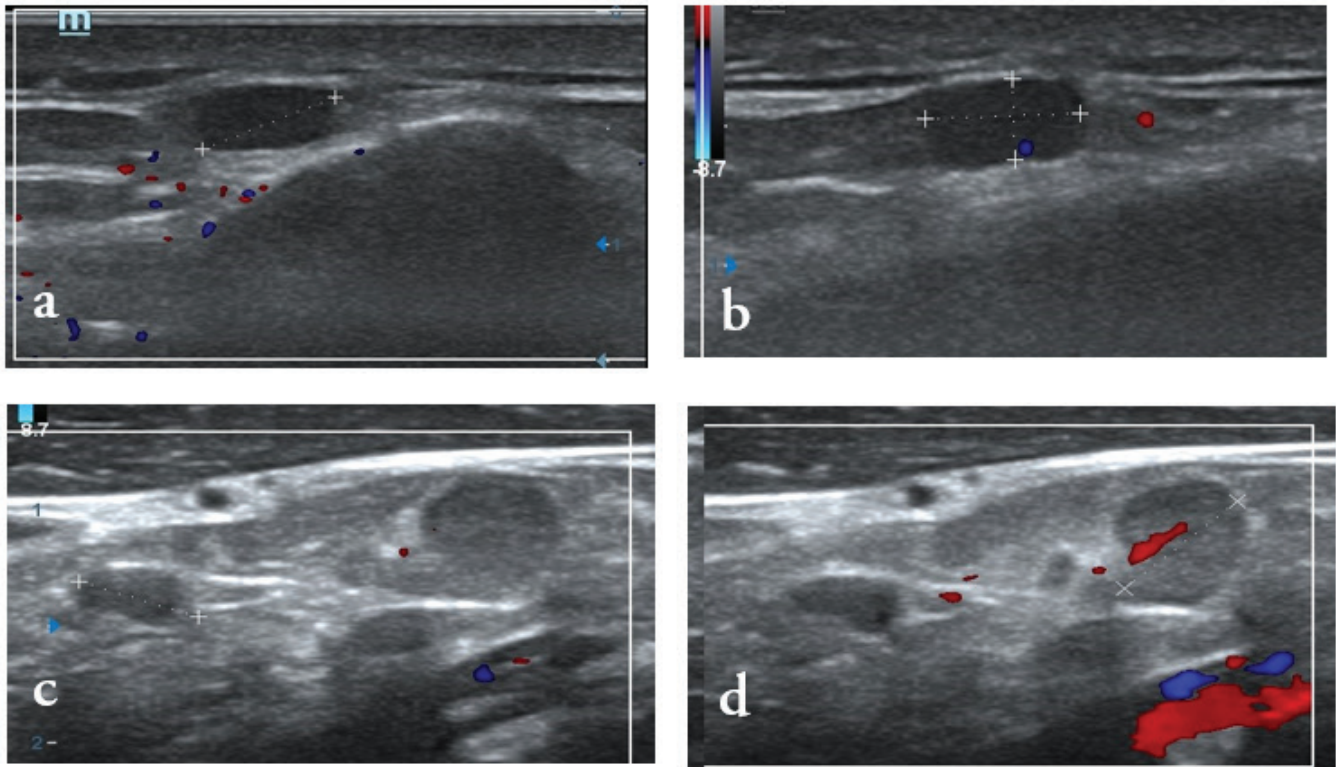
Sonografía control a los 15 días post vacunación (14 de julio del 2021): Imágenes realizadas en escala de grises y Color Doppler, con transductor lineal multifrecuencial. (a) y (b) Ganglio supraclavicular izquierdo mostrando disminución en su eje longitudinal midiendo 0.5 cm. (c) Ganglios laterales al margen medial de la Arteria Carótida Común Izquierda, reducidos en tamaño, midiendo el mayor de estos 0.4 cm, de predominio hiperecogénico y ausencia de flujo vascular cortical. (d) Ganglio Paralaríngeo Izquierdo, reducido a 0.5 cm, ovalado, bien delimitado y con hilio vascular presente.
